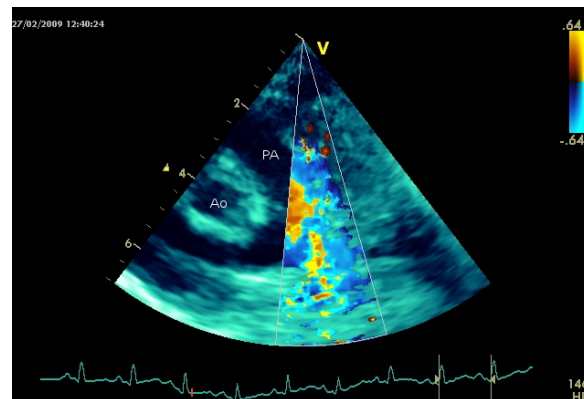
Ecocardiografia color Doppler transtoracica. Pervietà del dotto arterioso con *shunt* sinistro-destro (flusso turbolento diretto nel tronco dell'arteria polmonare)
